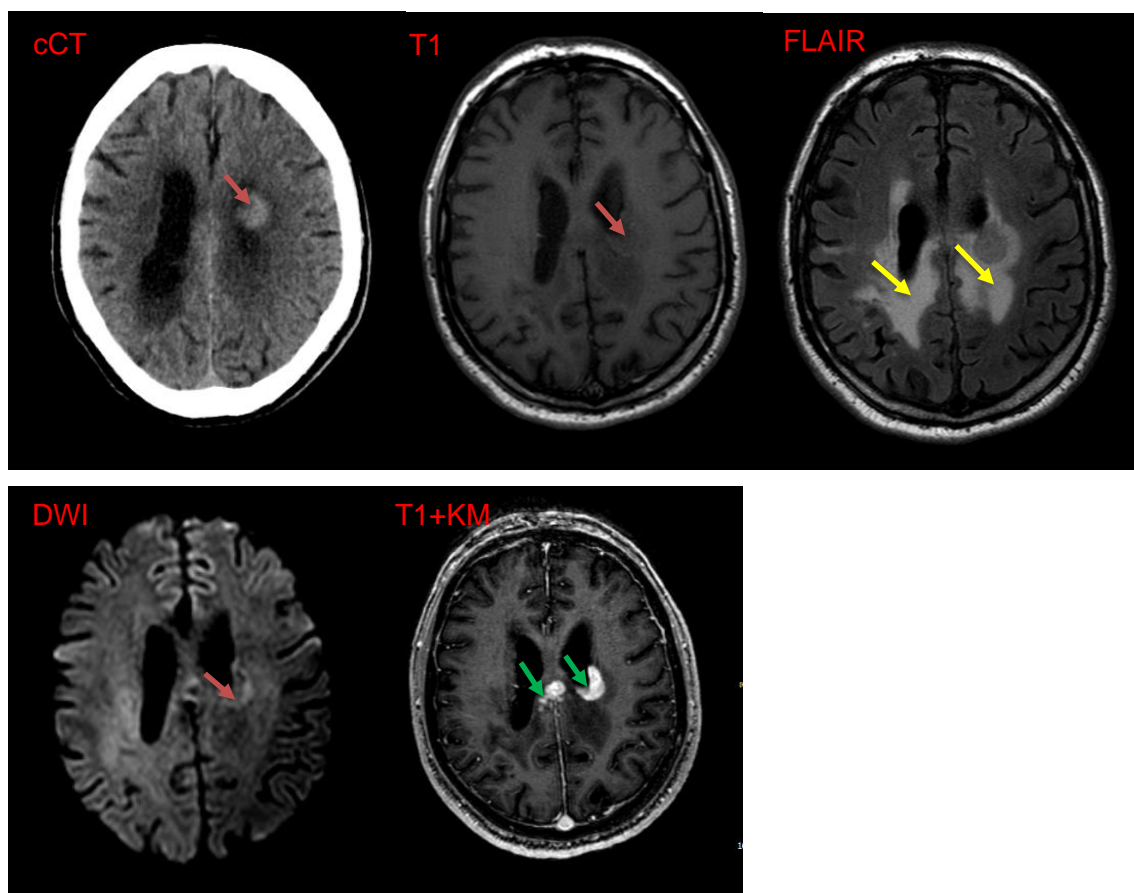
typisches Bild eines PCNSL von einem Patient unserer Datenbank: nCCT, T1, FLAIR, DWI, T1+KM. In cCT hyperdenser Herd links oberhalb des Balkens mit perifokaler Dichteminderung (Ödem). Im cMRT zeigen sich multiple, zum Teil konfluierende, stark und homogen KM-aufnehmende Läsionen im periventrikulären Marklager bds. sowie auch im Corpus callosum (siehe grüne Pfeile). Korrelierendes perifokales Ödem an diesen Stellen (gelbe Pfeile). Die Befunde sind gut mit einem PCNSL vereinbar.
